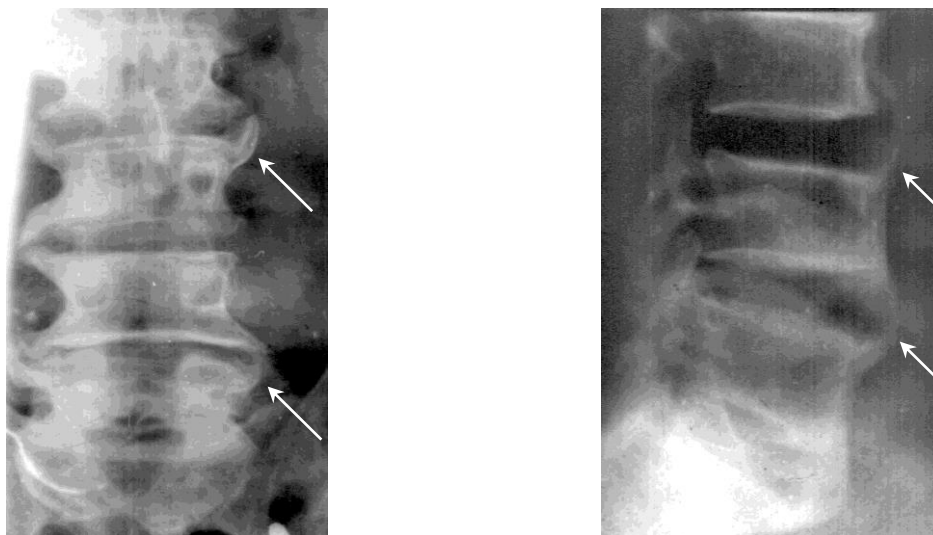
Фотовідбитки рентгенограм хворої З., 73 роки (іст. хвороби №66113) поперекового відділу хребта при спондильозі .
